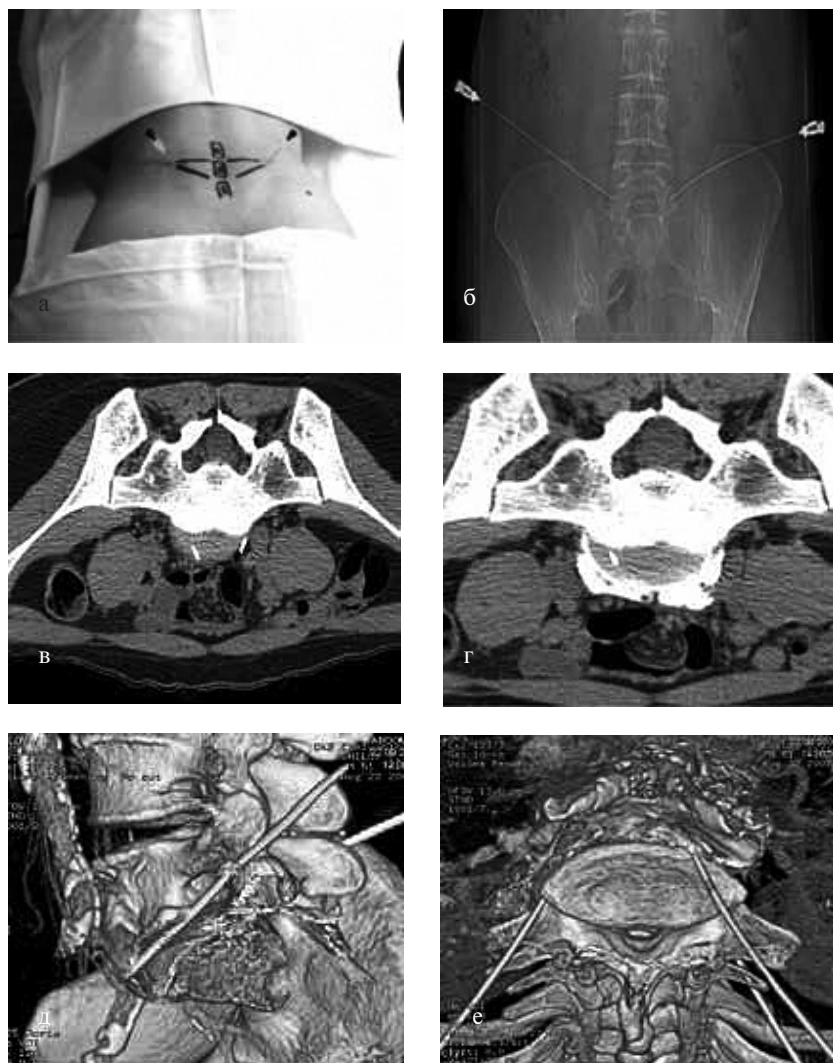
Этапы проведения блокады ВПЧС: а — установка основных ориентиров и проведение разметки; б — установка игл; в — положение игл на рентгеновской сканограмме: концы игл на уровне пояснично-сакрального перехода; г — положение концов игл на томографическом срезе; д-е — этапы двойного контрастирования
